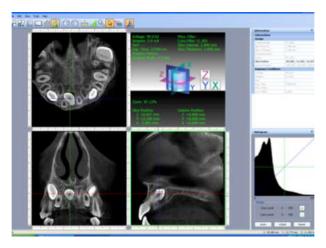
tomographie volumique à faisceau conique initiale, 08/06/2011 (*Dr. J. PREVOST*).
